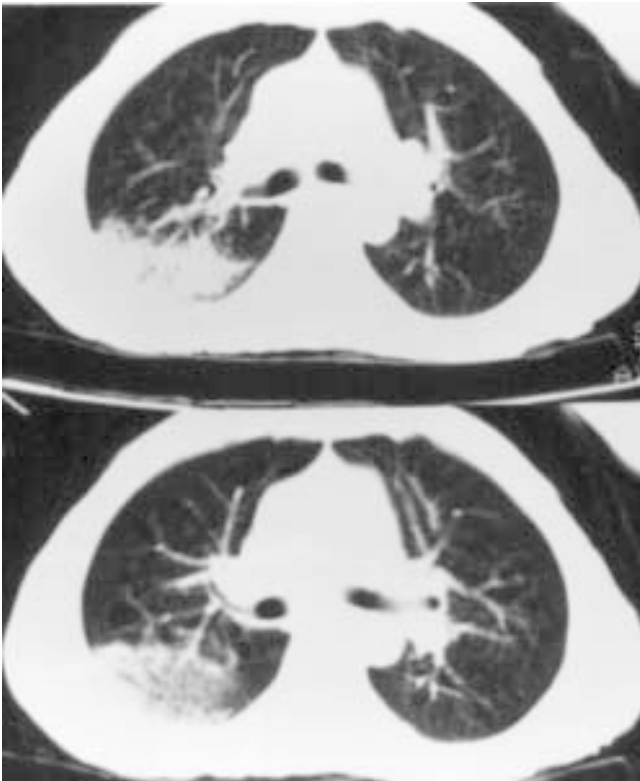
TAC de tórax en fase contrastada, obsérvese la lesión posterior en pulmón izquierdo, de bordes irregulares que fue asumida como neumonía, ya que se cultivó *Klebsiella pneumoniae* en esputo.
